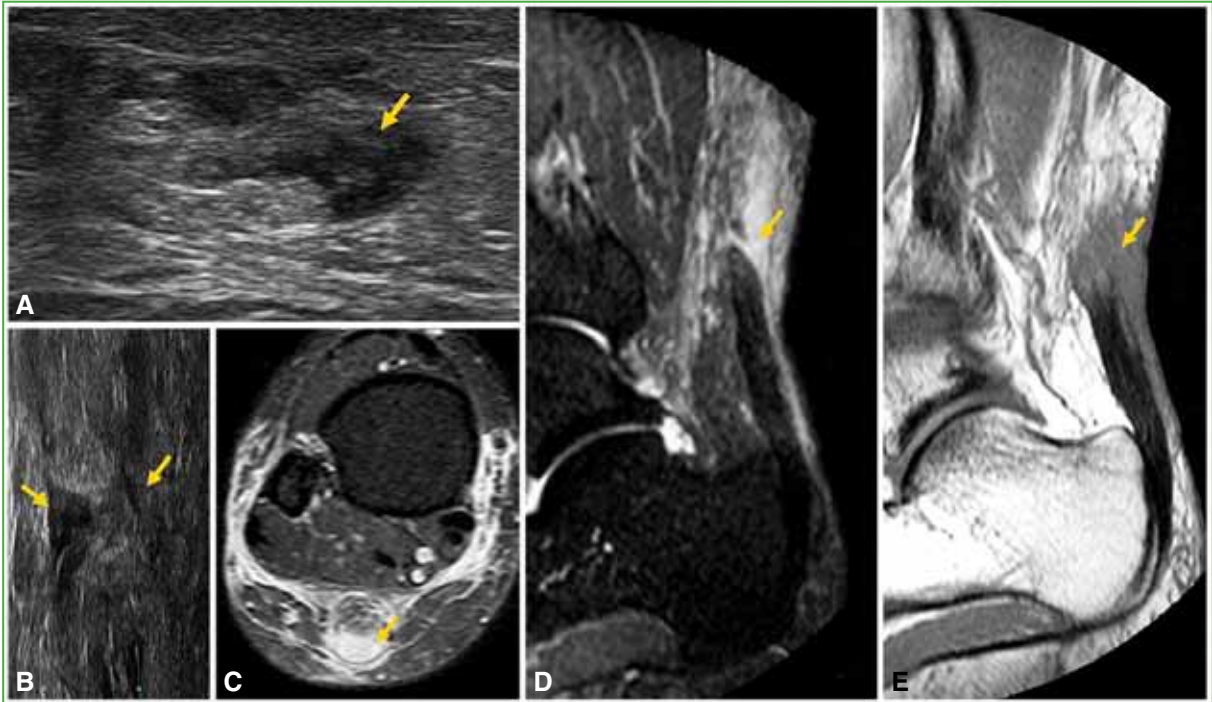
Ecografía en eje corto (A) y largo (B), secuencias axial STIR (C), sagital STIR (D) y T1 (E) que muestran un desgarro completo del tendón de Aquiles en el tercio proximal.
